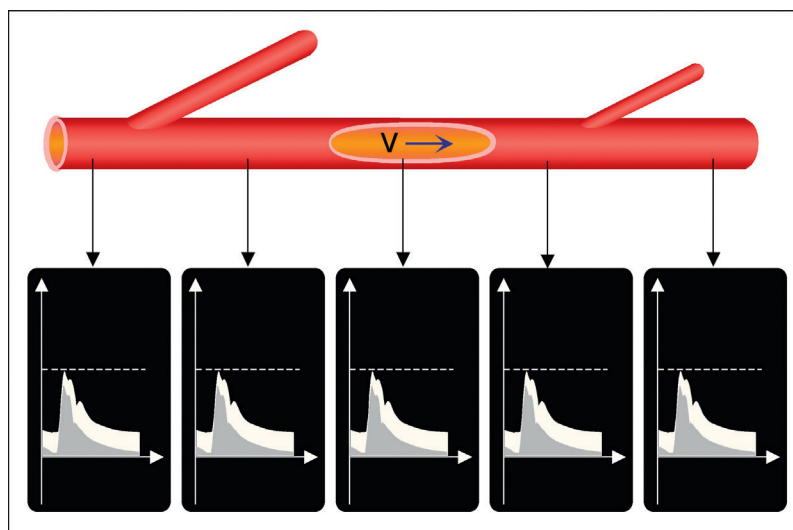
Dans un segment artériel normal, le tracé Doppler montre une vitesse circulatoire uniforme, avec une modulation bien marquée.
